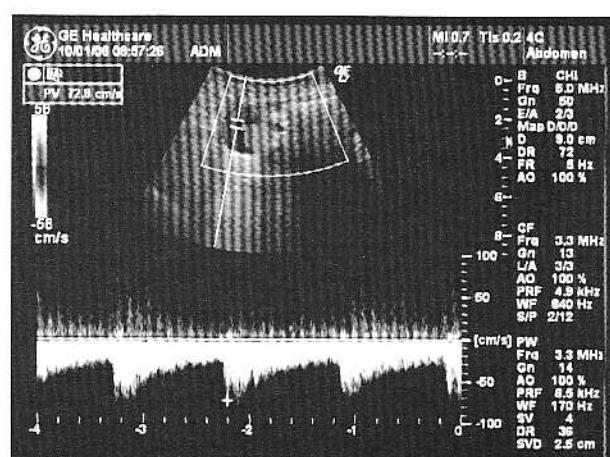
Examinare Doppler spectral la nivelul jumătății drepte a anevrismului.
